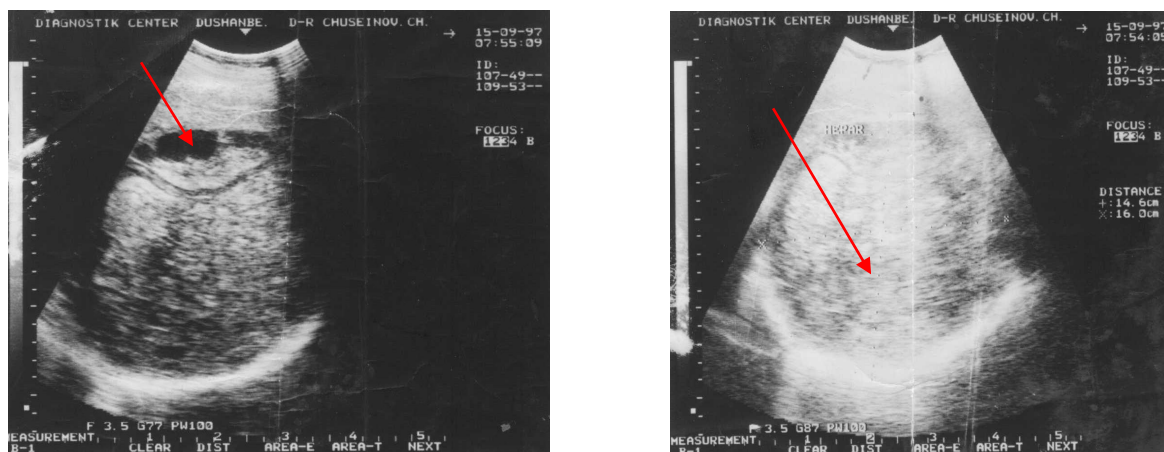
3.12. - УЗИ исследование печени. Деформация контуров эхинококковой кисты, отслойка хитиновой оболочки
